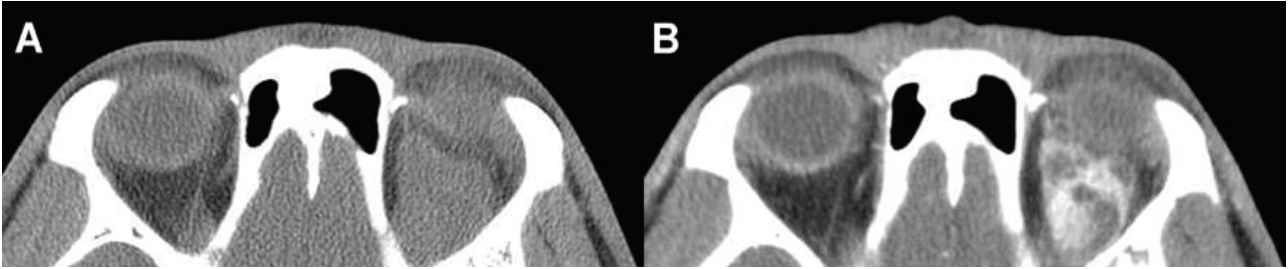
Case 2. A: Axial precontrast CT image demonstrating a well circumscribed homogenous intraconal mass without internal calcification in the left orbit. B: Axial postcontrast CT image demonstrating a heterogeneous enhancement and no adjacent tissue invasion.
